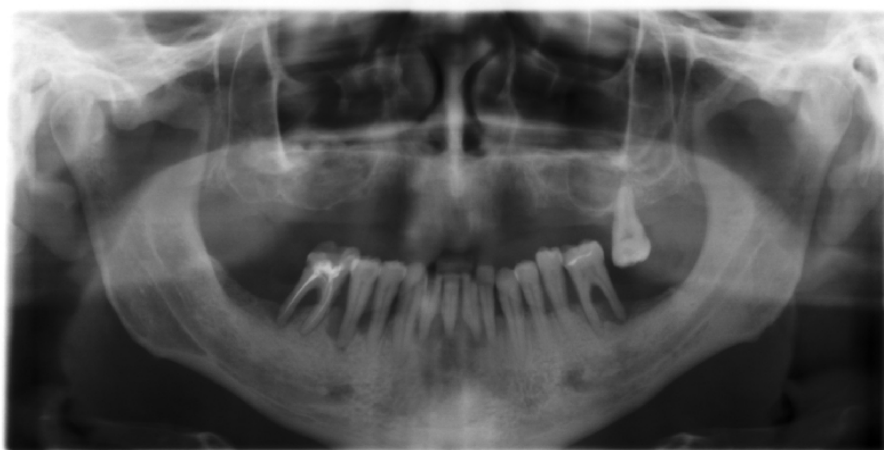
Ортопантомограмма б-го Б. после 2-х стороннего синус-лифтинга.
